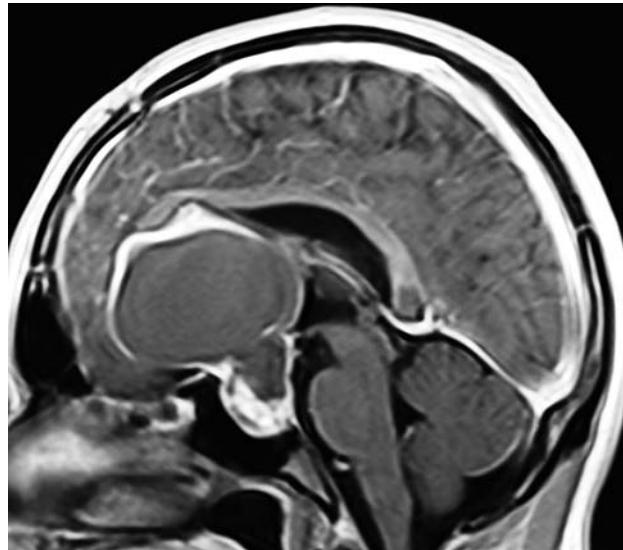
МРТ (сагиттальный срез). Состояние через 6 месяцев после первой операции. Произошла реаккумуляция кисты
